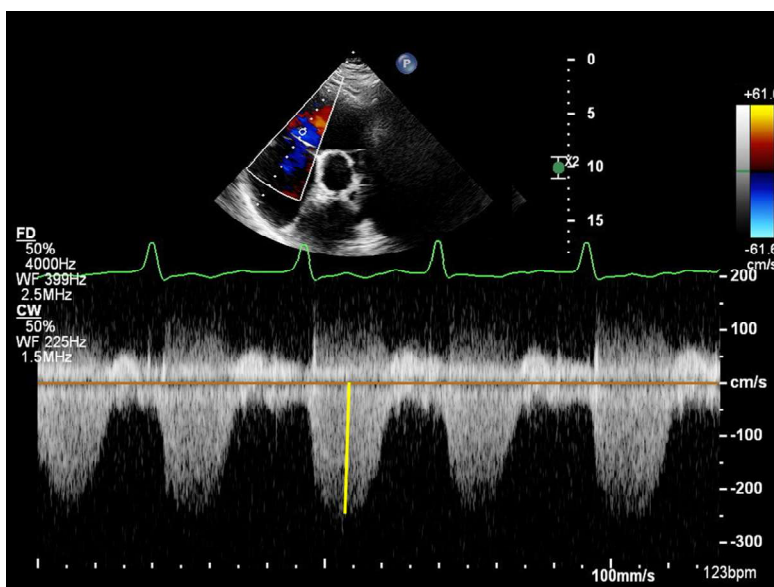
Messung der maximalen Geschwindigkeit eines Trikuspidalklappenregurgitationsjets in der parasternalen kurzen Achse.
